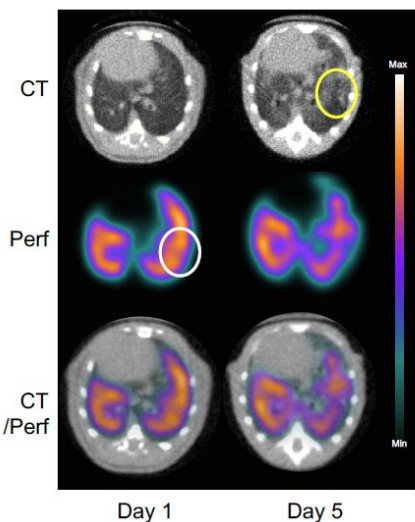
肺血流 SPECT での IPA 肺病変の早期検出例 (白丸：集積低下部位、黄丸：浸潤影)
